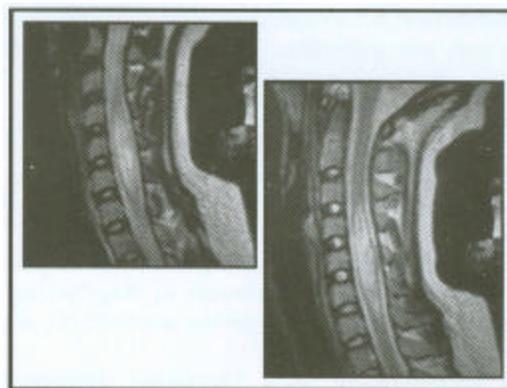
Cortes sagitales de Resonancia Magnética Nuclear (RMN) en donde se observa la lesión intradural e intramedular extendiéndose de C2 a C6.
